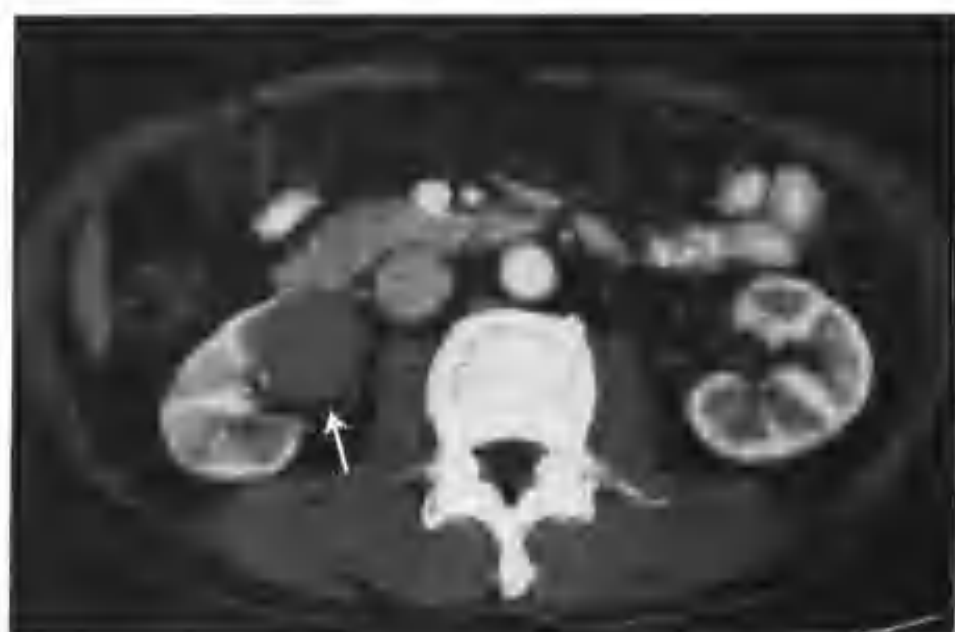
与图 3-6-3 为同一病例, 增强扫描肾皮质期病灶均匀轻度强化, CT 值 71HU, 病灶内看不到血管影 (箭头)
